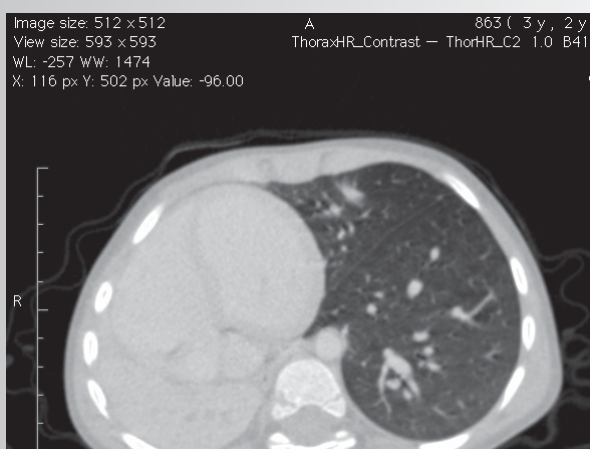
Компьютерная томография. Тотальный ателектаз правого легкого
